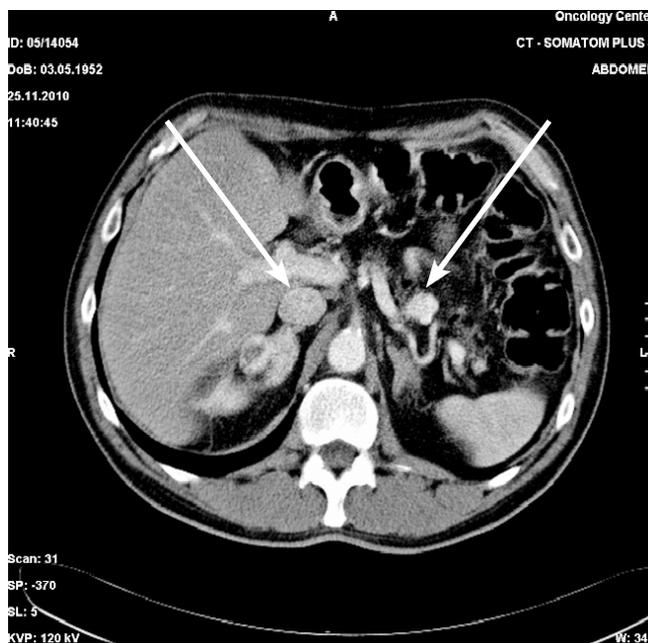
Рентгеновская КТ пациента В., 59 лет: метастазы в теле поджелудочной железы и правом надпочечнике (указано стрелками)
